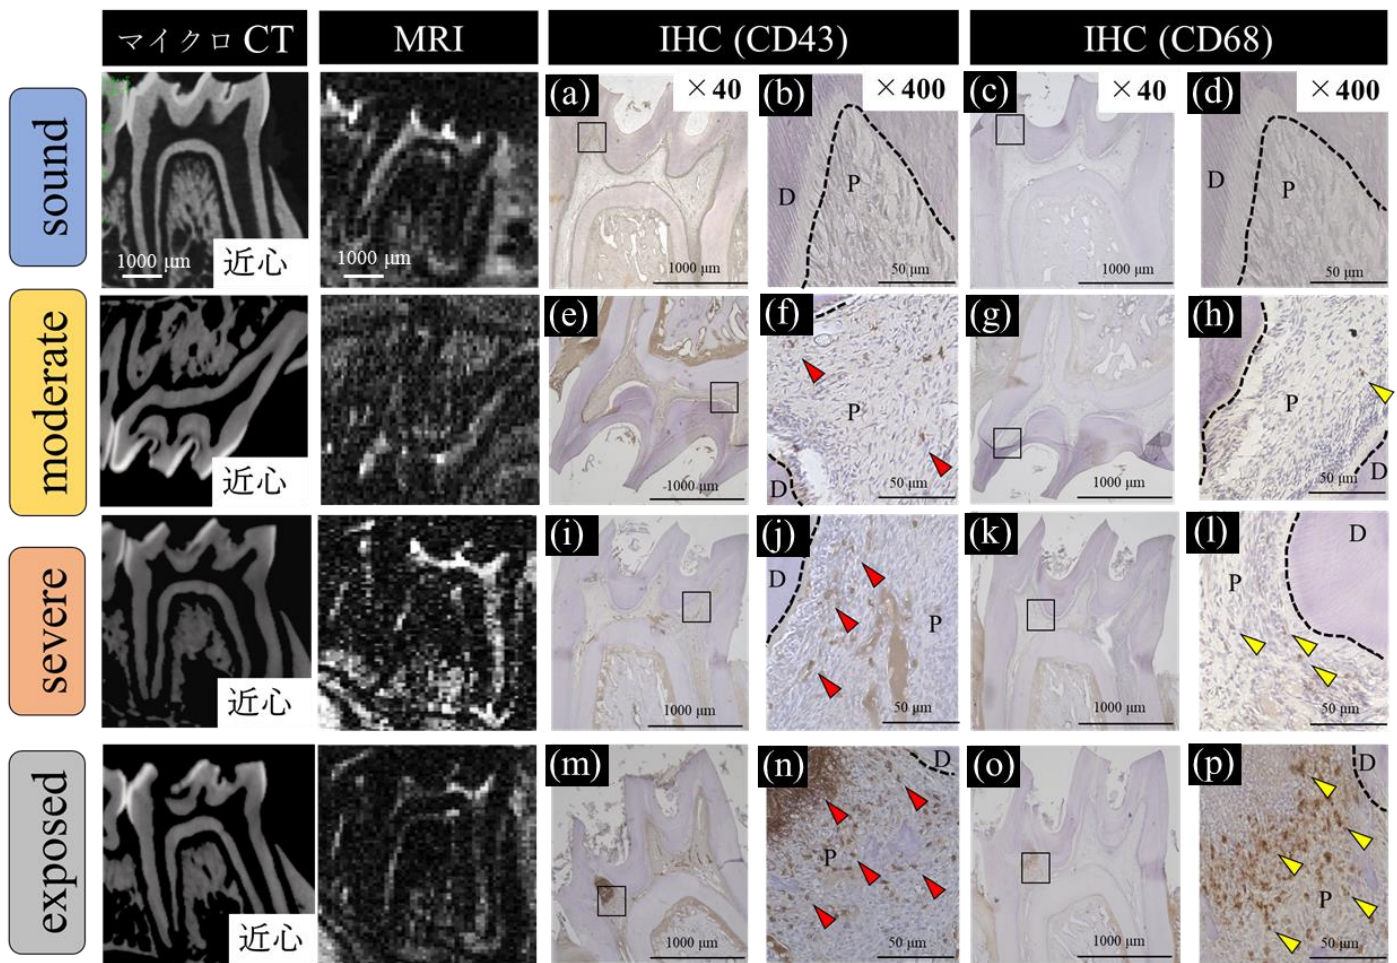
う蝕の進行段階におけるマイクロ CT 画像，T2 強調画像，
